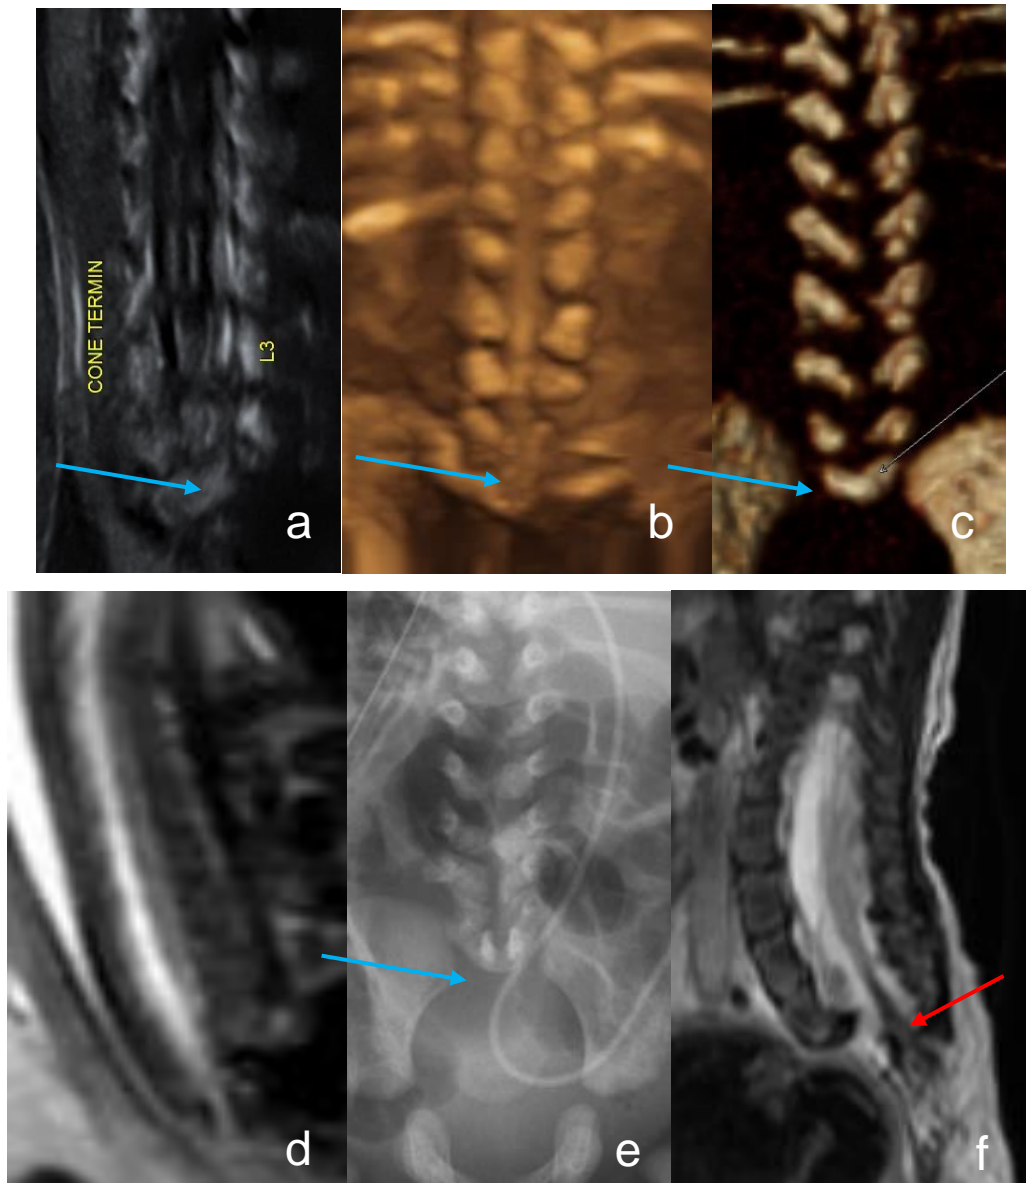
Echographie diagnostique à 22 SA + 6 jours (remerciements au Dr VAAST) en coupe sagittale sur le rachis lombaire (a) et en reconstruction 3D (b) où l'on ne visualise pas de pièce vertébrale sacrée, faisant suspecter une agénésie sacrée (flèche bleue) dans le cadre d'un syndrome de régression caudale. Le diagnostic est confirmé sur le scanner foetal (c) et les radiographies du rachis post-natales (e). L'IRM foetale (d) est peu contributive à la fois pour l'étude du rachis et pour celle de la moelle. L'IRM médullaire post-natale (f) diagnostique une moelle attachée basse sur filum terminal court et épais (flèche rouge) évoquant une régression caudale de type II.
